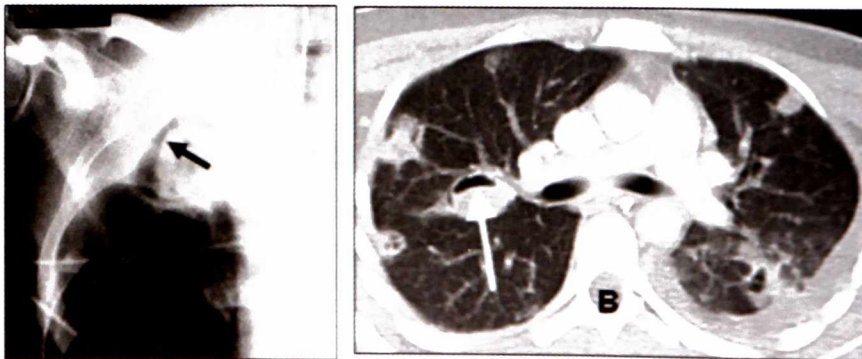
Dấu hiệu phế quản hơi trên X-quang thường quy (A) và CT (B). CT ngực cho thấy mờ nhu mô dưới màng phổi hai bên với hình phế quản hơi (mũi tên) trong một trường hợp viêm phổi.
